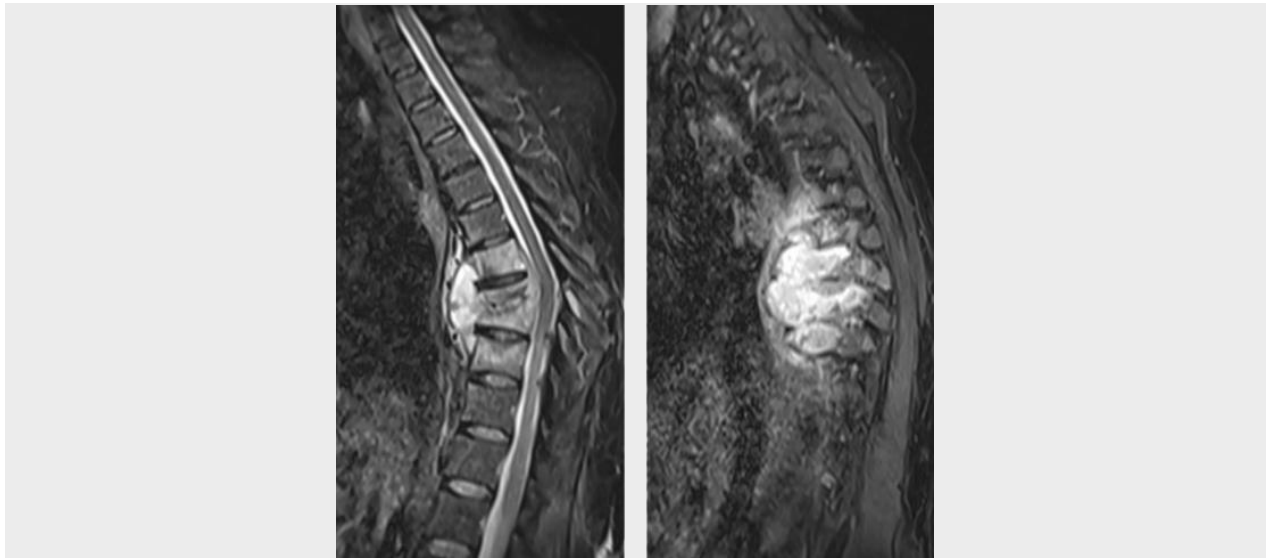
Resonancia magnética secuencia STIR
